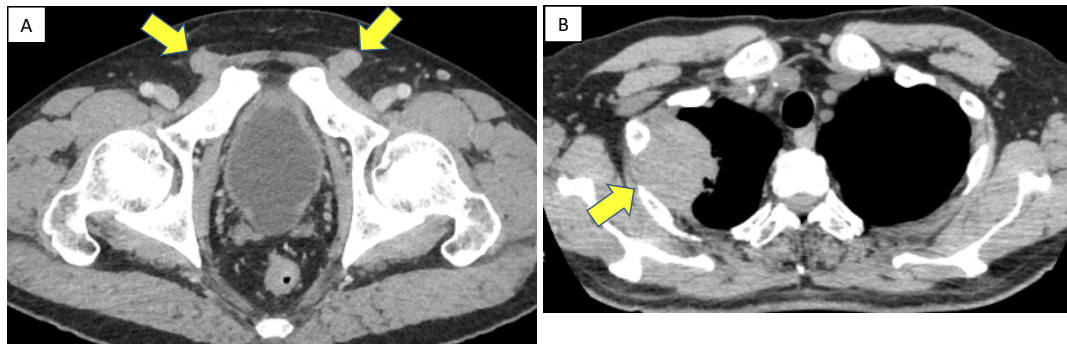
PET-CT at the diagnosis. FDG accumulation is seen in the peritoneum (C), in addition to the spermatic cord (A), and the pleura (B).
